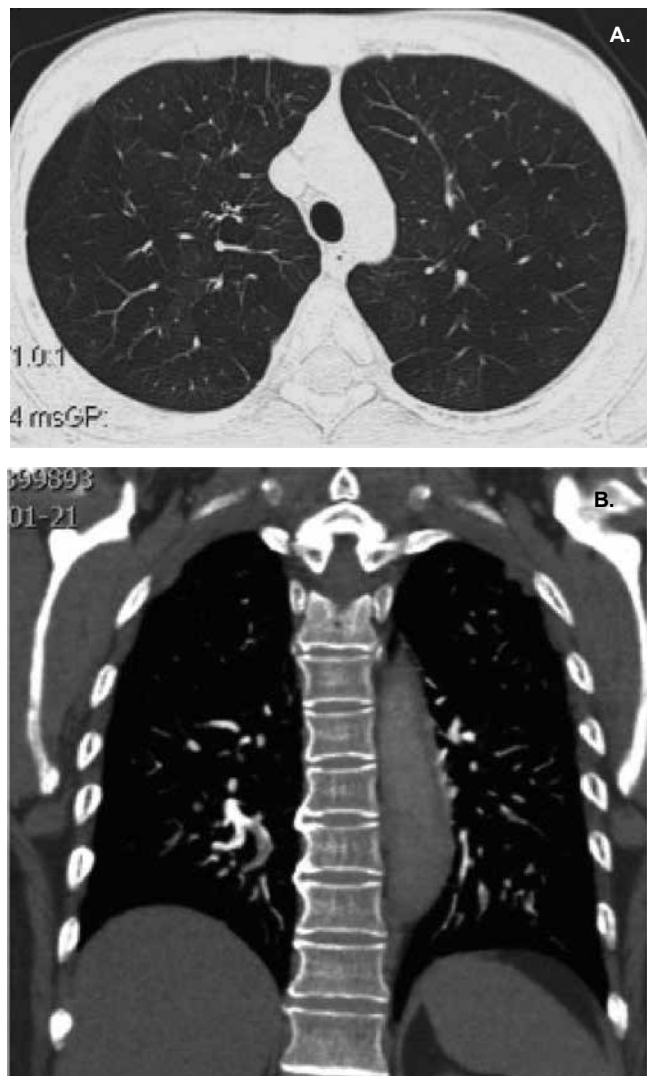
A y B. TC en inspiración y espiración. Mosaico de atenuación con evidencia de adelgazamiento de estructuras vasculares en las áreas hipodensas. Los cortes en espiración evidencian incremento en la densidad del parénquima sano y persistencia de hipodensidad por atrapamiento de aire. Estos hallazgos confirman enfermedad de la vía aérea pequeña.
